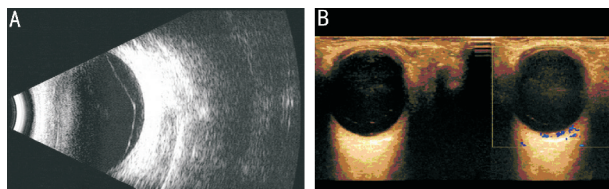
玻璃体后脱离声像图特征 A:二维超声;B:CDFI。
